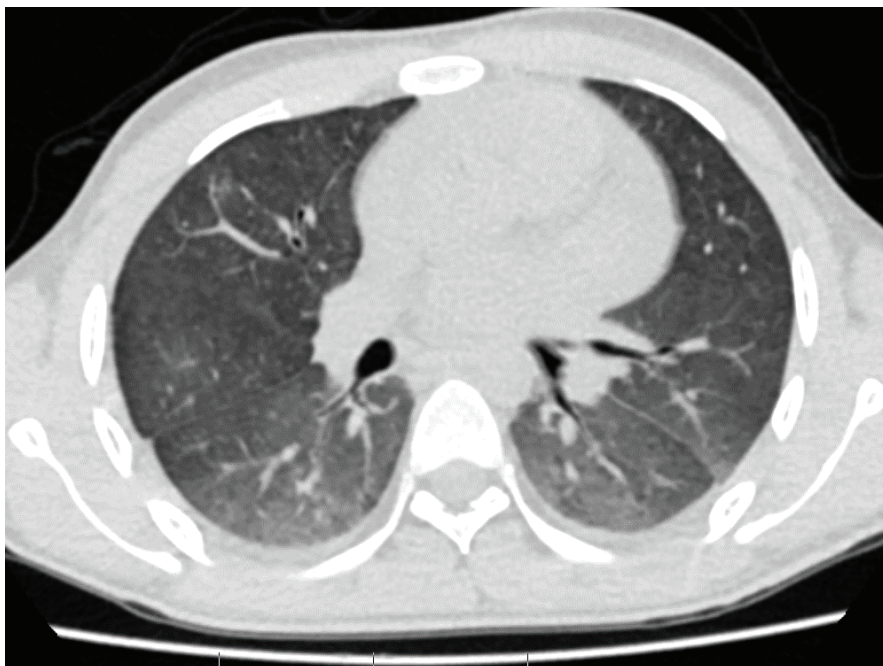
Компьютерная томограмма пациента А.
